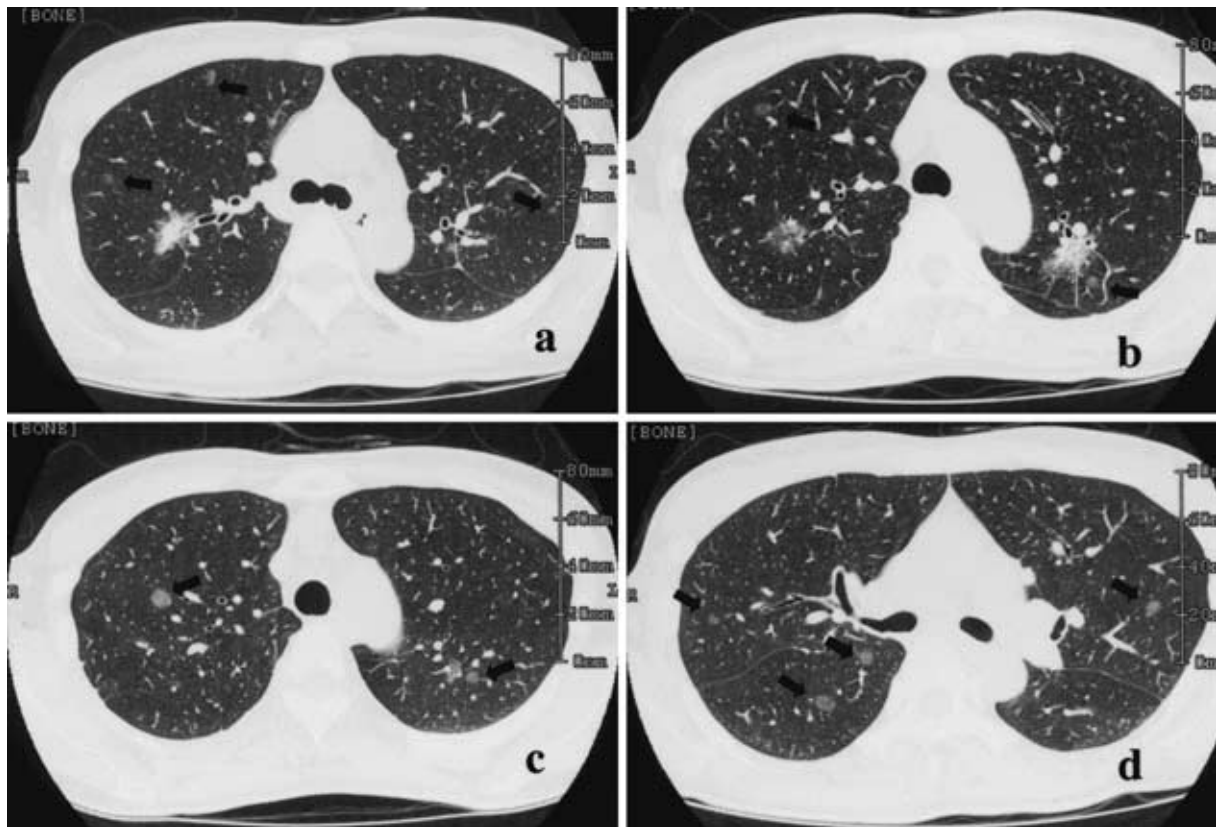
The high-resolution CT shows: a solid tumor with pleural indentation in right S₈ (a), tumor shadow with an irregular margin in left S₁₊₂ (b). Multiple round-shaped small nodules with ground glass opacities are recognized in the bilateral upper lobes (c) and in the right lower lobe (d).
